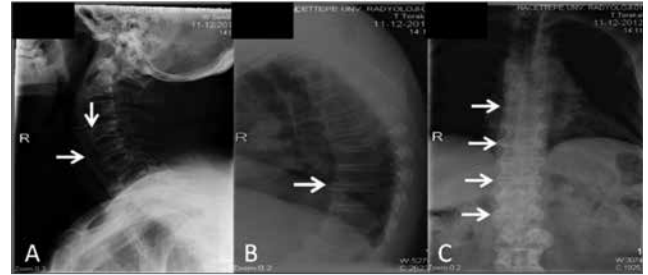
A) Yan servikal grafide "çift anterior sınır işareti" (ok) B) Yan torakal grafide vertebra korpusu ön yüzlerinde anterior longitudinal ligament ossifikasyonu (ok) C) AP torakal grafide vertebralarda akarcasına devam eden yeni kemik oluşumu
